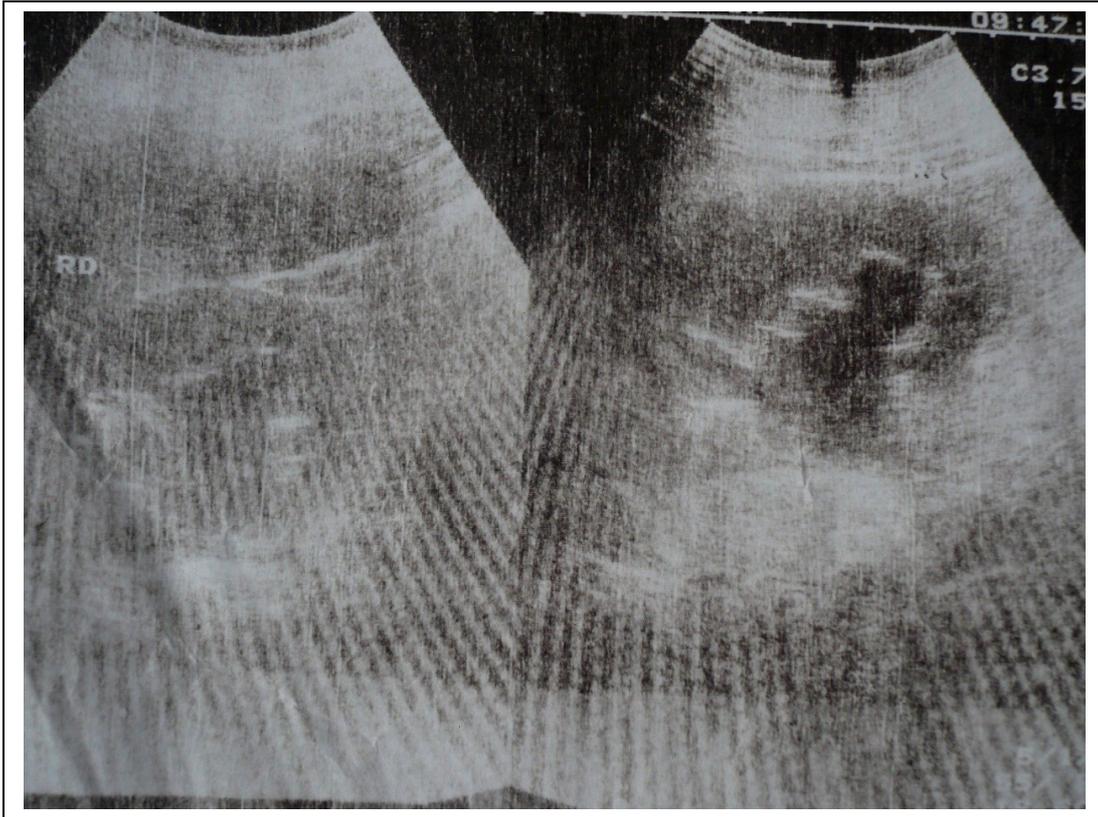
Gran colección quística abscedada intraabdominal subhepática por *Actinomyces spp*; con calcificaciones en su interior, de 105 mm x 71 mm, en Ecografía abdominal.
